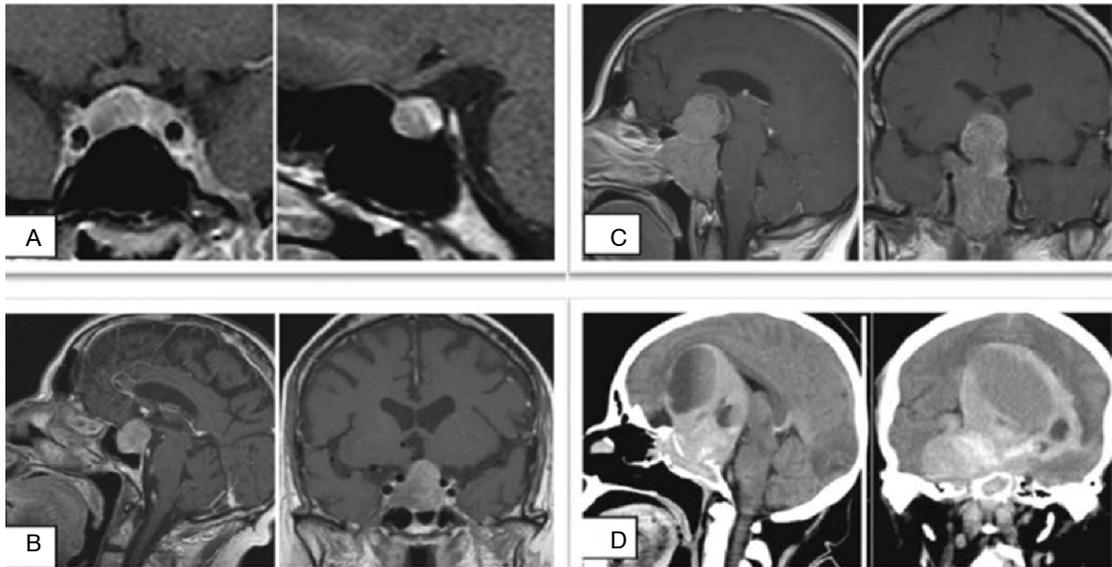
Resonancias magnéticas de pacientes con adenomas hipofisarios clasificados de acuerdo con sus dimensiones. A. Microadenoma. B. Macroadenoma. C. Adenoma gigante. D. Tomografía de cráneo de paciente con un adenoma gigante.
